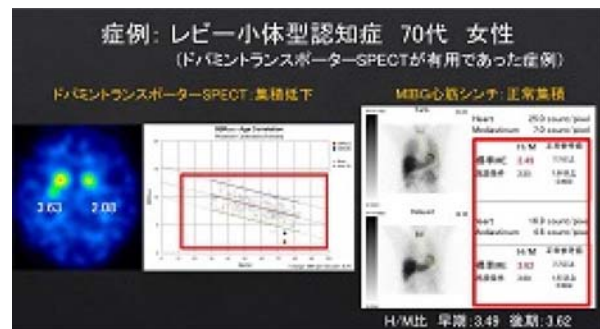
症例5:ドパミントランスポーターSPECT有用例
